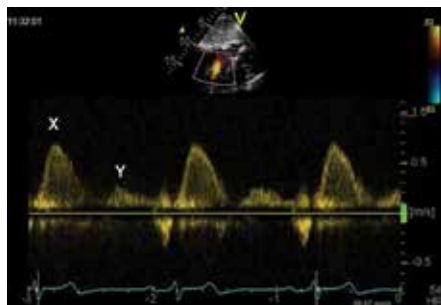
Superior vena cava Doppler flow tracing obtained from subcostal approach in a patient with right ventricular dysfunction and right atrial pressure $<8\text{mmHg}$ (i.e. predominant systolic wave or $X/Y > 2$). X, systolic wave; Y, diastolic wave.
